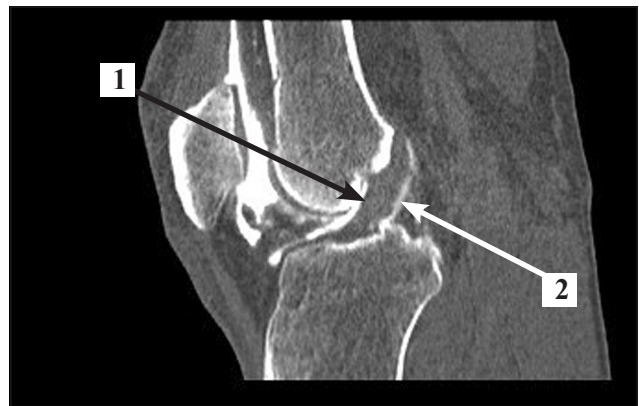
СКТ артрографія. Фронтальна МПР на рівні передніх рогів менісків правого колінного суглоба: 1 — множинні циркулярні розриви тіла присереднього меніска; 2 — дефекти суглобового хряща присереднього виростка стегнової кістки
